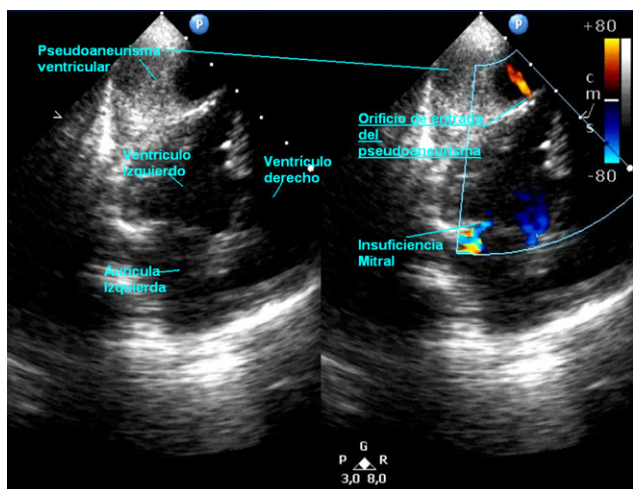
Ecocardiografía 2D-Doppler color. Proyección 4 cámaras. Se evidencia pseudoaneurisma situado posteriormente al ventrículo izquierdo con importante hematoma en su interior y flujo en sístole desde el interior de VI al PS. Se aprecia compresión del VI por la lesión que provocaba insuficiencia mitral.
